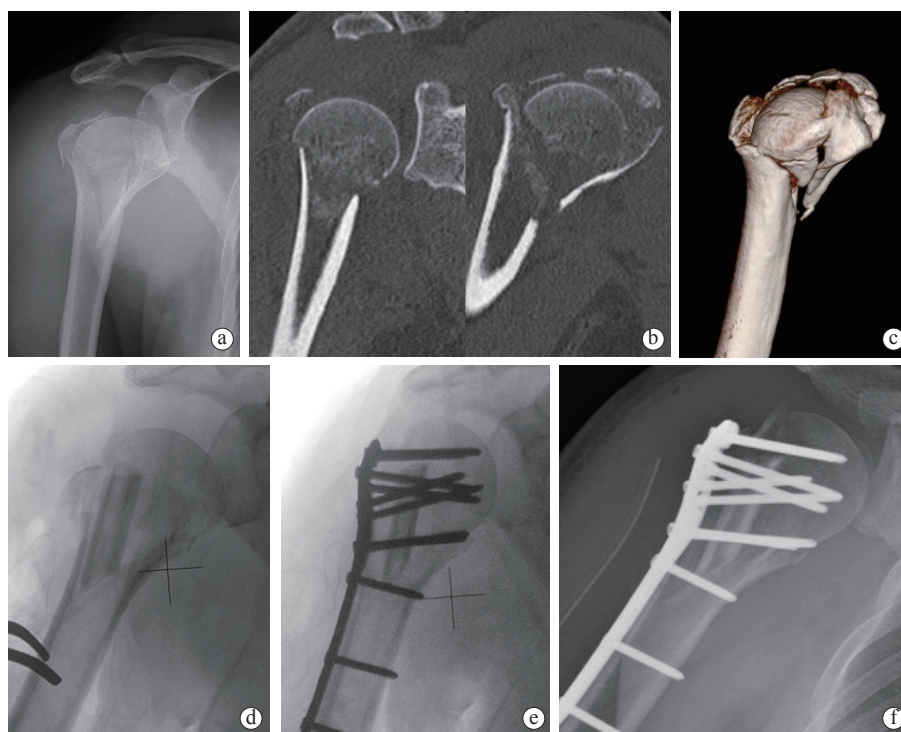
典型病例 5：骨质疏松性右侧肱骨近端 4 部分骨折，外翻移位，干骺端压缩 a. 术前 X 线片显示肱骨近端解剖颈骨折移位，呈外翻畸形，肱骨头下陷，肩关节半脱位 b. CT 检查显示解剖颈和大、小结节骨折及肩关节半脱位 c. CT 三维重建显示肱骨近端骨折片粉碎和干骺端压缩 d. 术中复位影像，腓骨头作为 Buttress 一端抵着肱骨近端内侧壁，另一端顶在肱骨头软骨下皮质 e. 术中透视证实钢板螺钉固定在位 f. 术后 3 个月，X 线片显示骨折愈合良好
